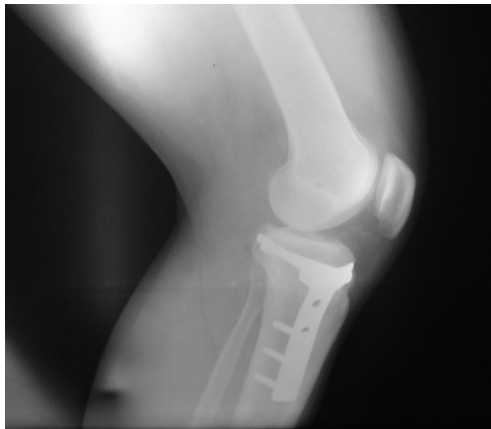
Radiografía lateral a 35°. Osteotomía de apertura, fijación con placa en T, paciente de 51 años.
